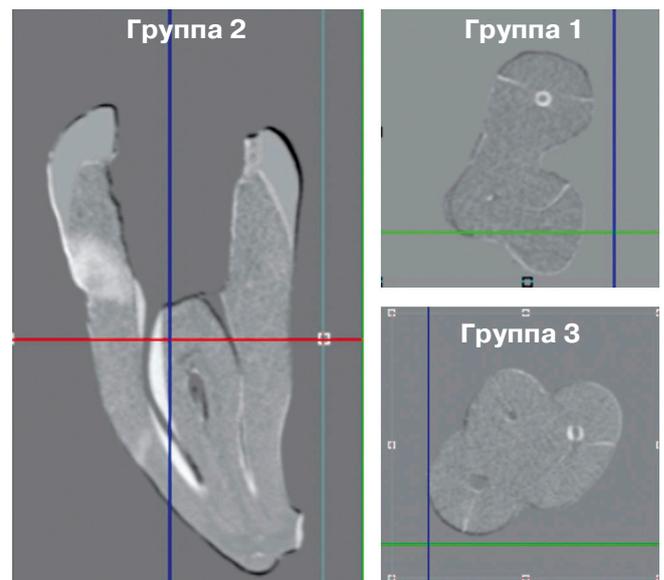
Микро-КТ: динамика изменения корневого канала после механической обработки
